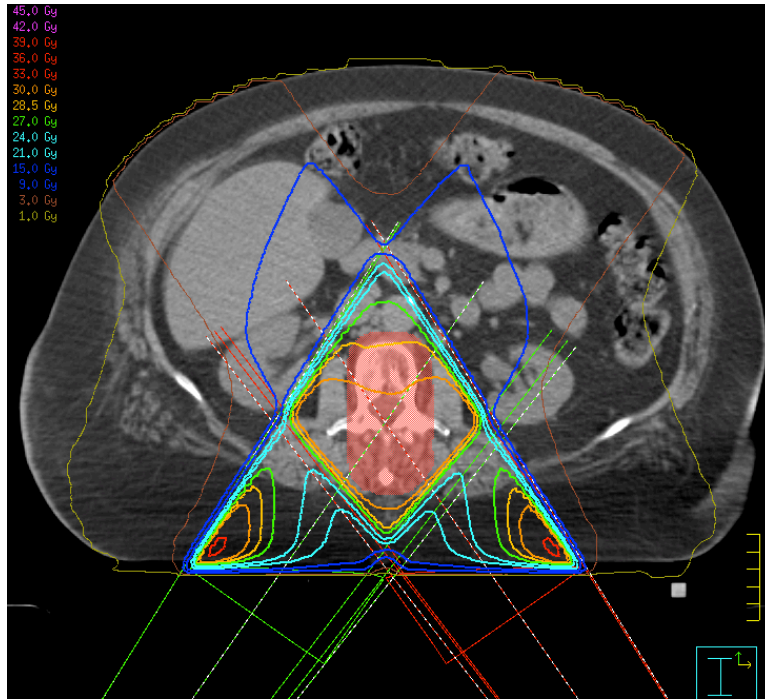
beispielhafte Dosisverteilung der 2KF6-Technik im transversalen CT-Schnittbild. Die grünen und roten Dreiecke im Verlauf der beiden Felder repräsentieren die Verwendung von Keilfiltern.
